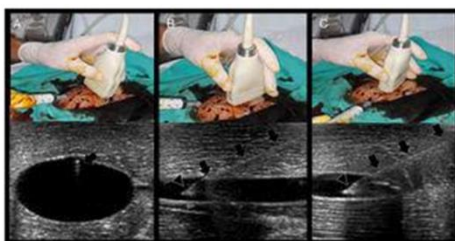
Canulación vascular periférica guiada por ecografía. (Blanco³⁵)
